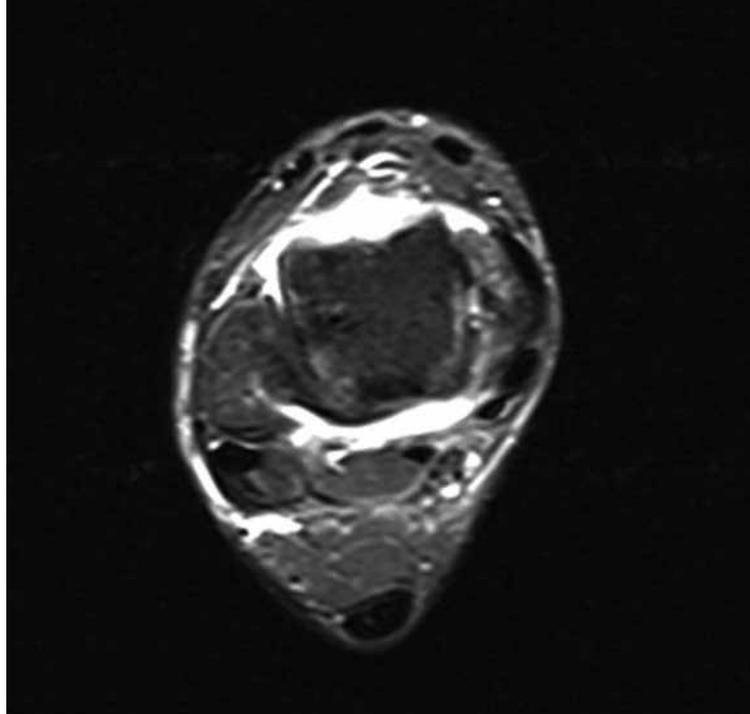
MRT-Transversalschnitt bei Weichteilimpingement, gleiche Patientin wie in Abb. 1
